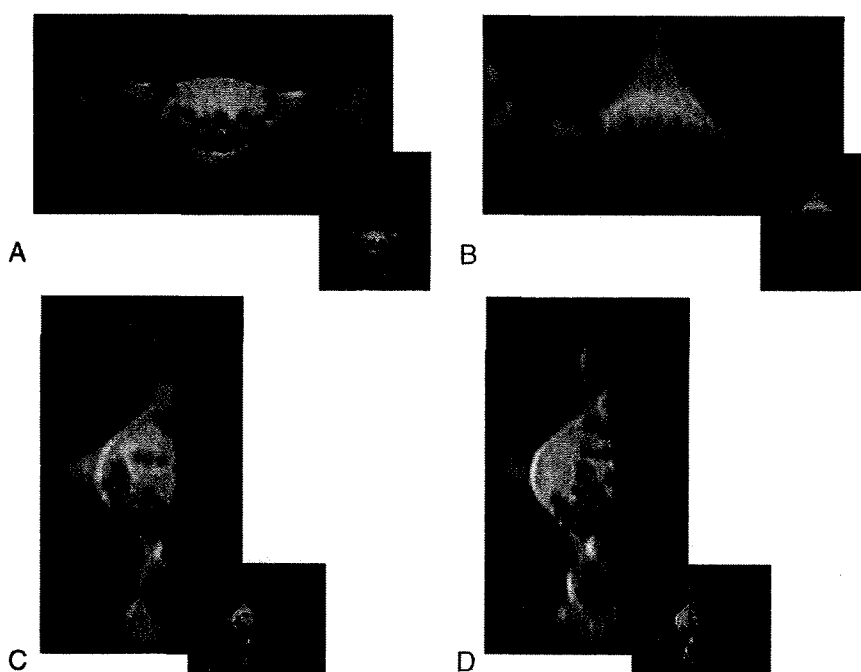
Movement of the spinal cord and cauda equina in the subarachnoid space by changing position. All figures are shown as MRI axial slices at the L3-4 intervertebral space. The nerve roots of the cauda equina lay symmetrically at the dorsal side and the ventral side of the subarachnoid space during the supine position (A) and the prone position (B), respectively. They shifted downward with gravity in the lateral decubitus position without fully flexed legs (C). In the lateral decubitus position with fully flexed legs, the nerve roots of the cauda equina moved to the ventral side (D).
